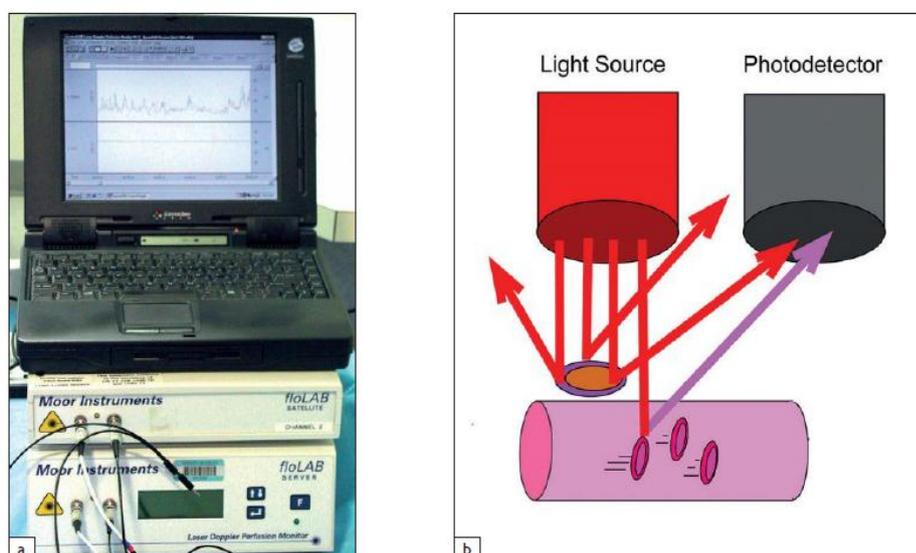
a) appareil de mesure du flux sanguin laser Doppler
